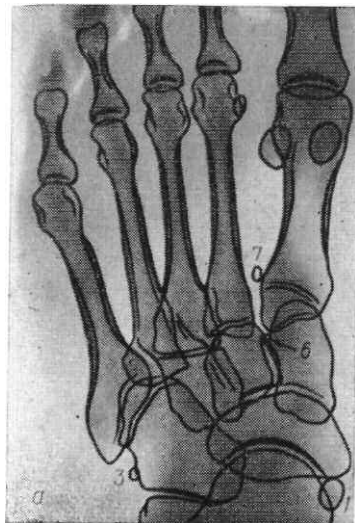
Рентгенограмма стопы в прямой подошвенной (а) и боковой (б) проекциях.
